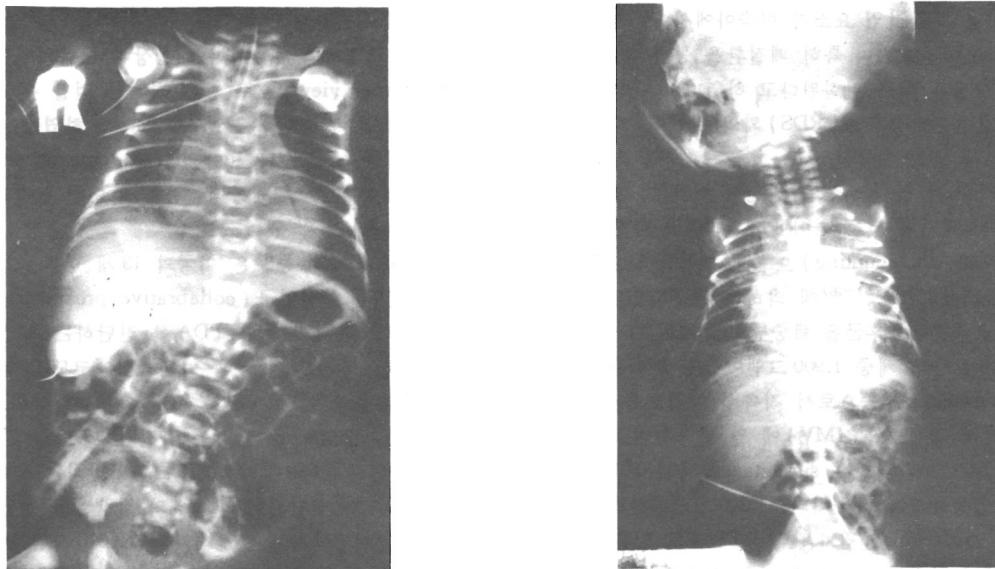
Chest X-ray and retrograde contrast aortography.
